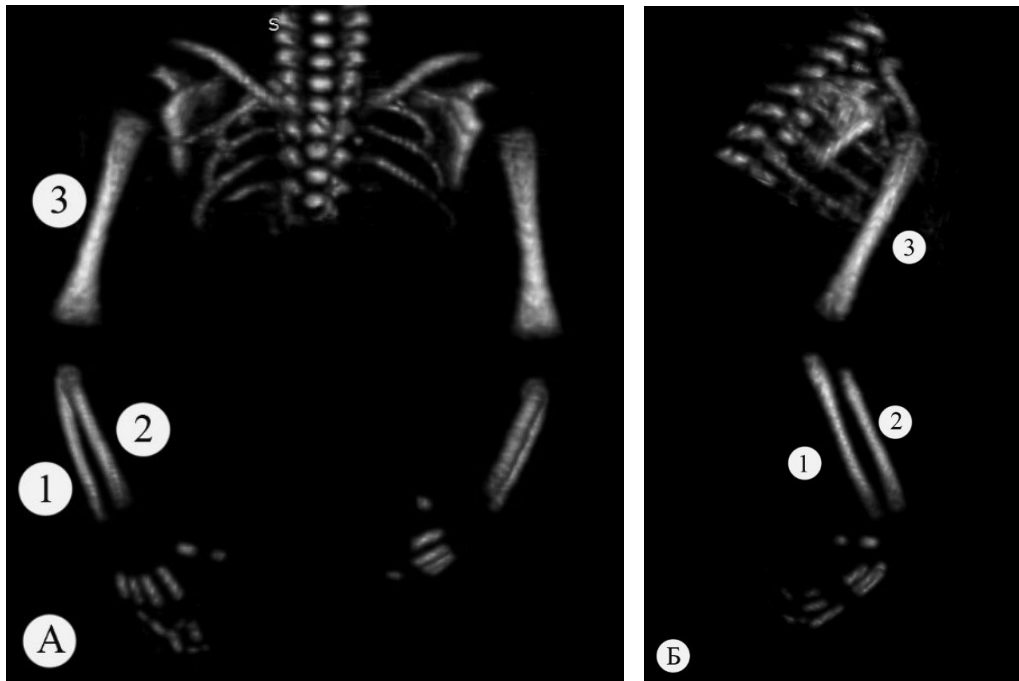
Комп'ютерно-томографічне зображення кісток верхніх кінцівок плода 150,0 мм тім'яно-куприкової довжини. Передня (А) і задньо-бічна (Б) проекції: 1 – ліктьова кістка; 2 – променева кістка; 3 – плечова кістка
